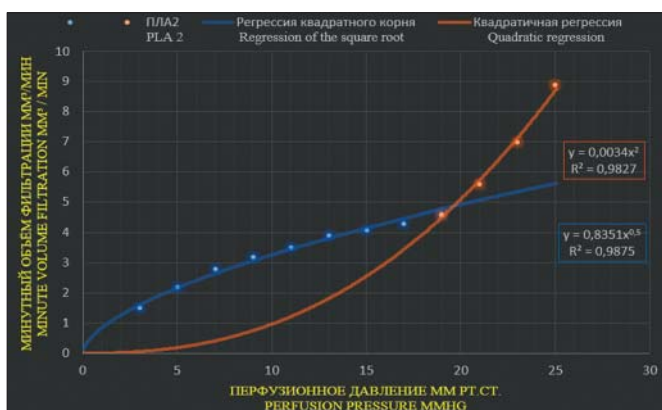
Зависимость минутного объема фильтрации от перфузионного давления, дренаж ПЛА2. Модель регрессии квадратного корня меняется на квадратичную.
